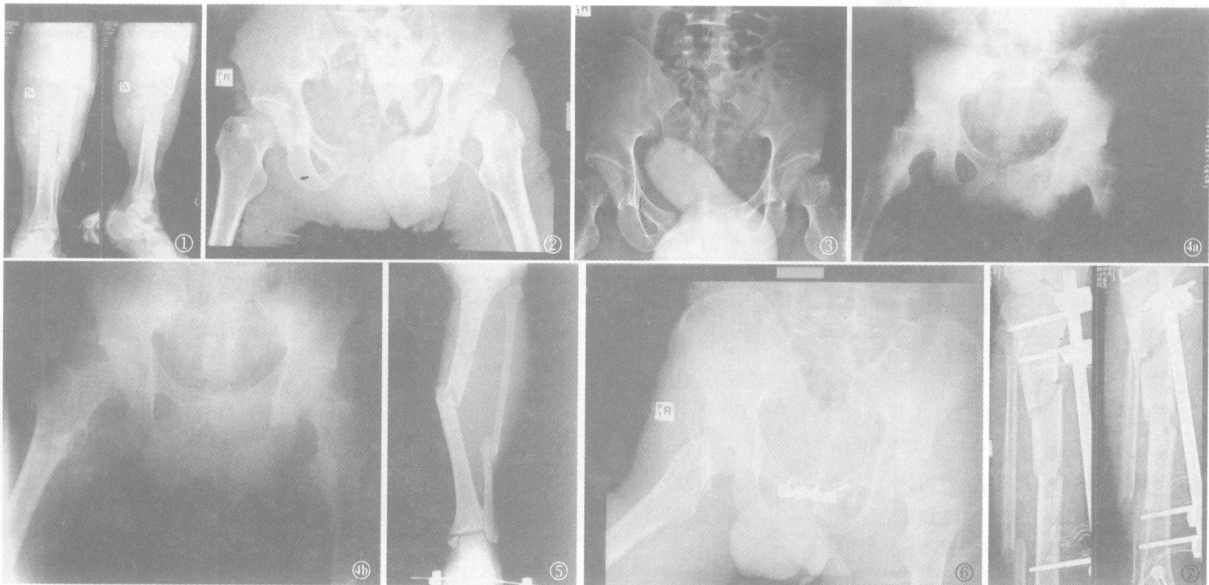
术前小腿正侧位 X线片示左胫腓骨多段粉碎性骨折、左内踝骨折 图 2 入院 1 h后骨盆 X线片, 见耻骨联合严重分离, 双侧髌髌关节分离, 未见骨折征象 图 3 入院后 6小时骨盆 X线片, 见耻骨联合严重分离, 阴囊、阴茎严重肿大, 双侧髌髌关节分离 图 4 骨盆悬吊带悬吊后耻骨联合复位, 双侧髌髌关节复位 4a. 悬吊后 4 d; 4b. 悬吊后 7 d 图 5 左胫腓骨骨折、左内踝骨折跟骨牵引 (跟骨牵引后 1 d) 图 6 耻骨联合重建钢板内固定 (术后 7 d) 图 7 左胫腓骨多段粉碎性骨折外固定架固定正侧位 X线片
